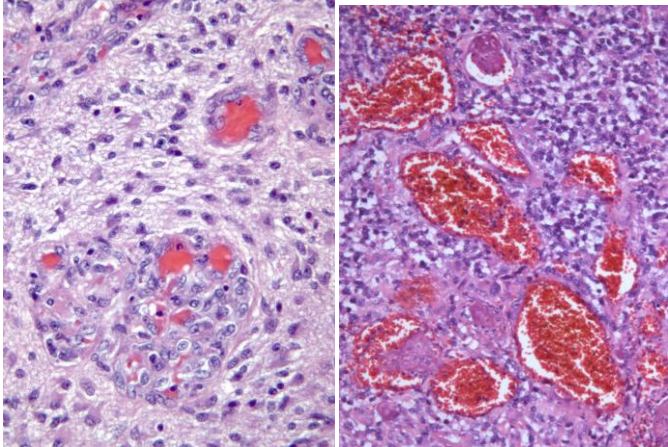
Anatomía patológica del Glioma de alto grado: proliferación vascular. El aumento de la vascularización en general , se detecta en la perfusión por RM, determinando el volumen de sangre cerebral, que está aumentada en los gliomas de alto grado. Tomado de M. García Vilanueva.
